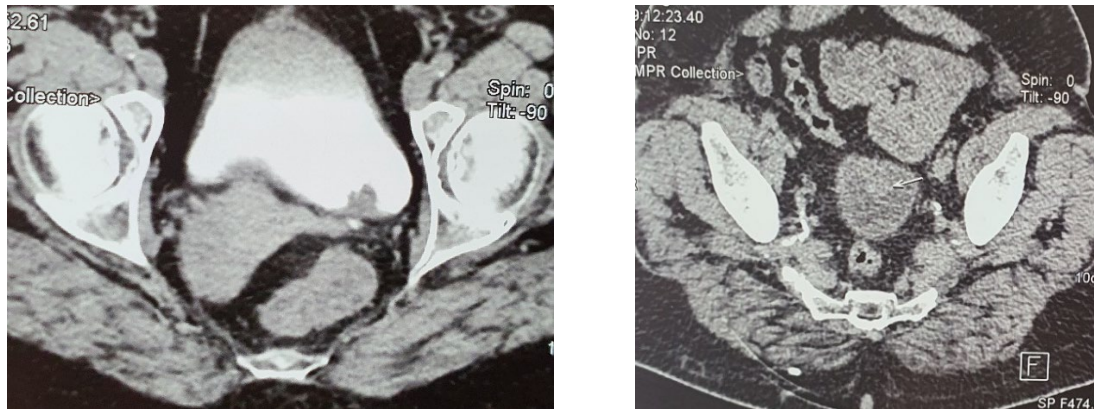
Imagini ale vezicii urinare surprinse de TC
